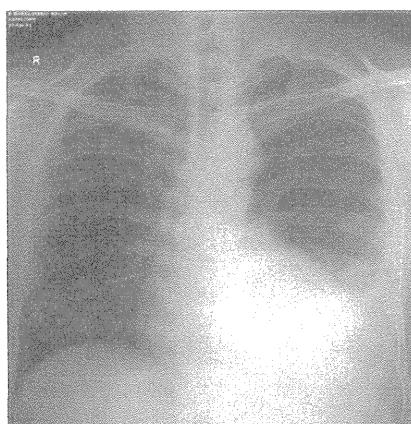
Chest radiograph before treatment showing significant left-side pleural effusion
